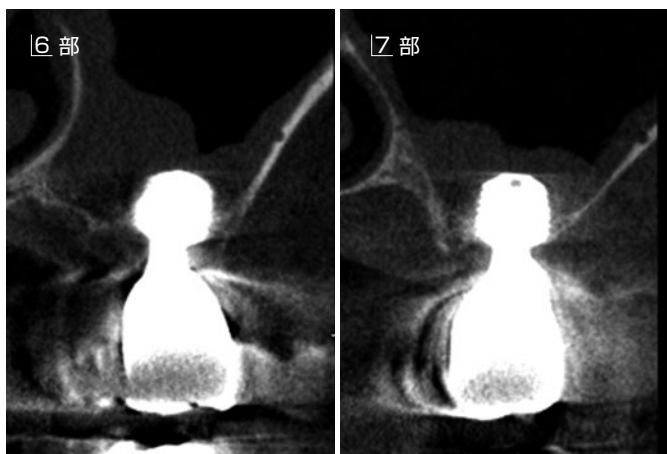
術後 3 ヶ月のフォローアップ時 CT 所見。上顎洞粘膜の肥厚によりインプラント側方部の骨再生量は少ないが、インプラントは強固な安定を示しインプラント周囲の MBL は認められない。
